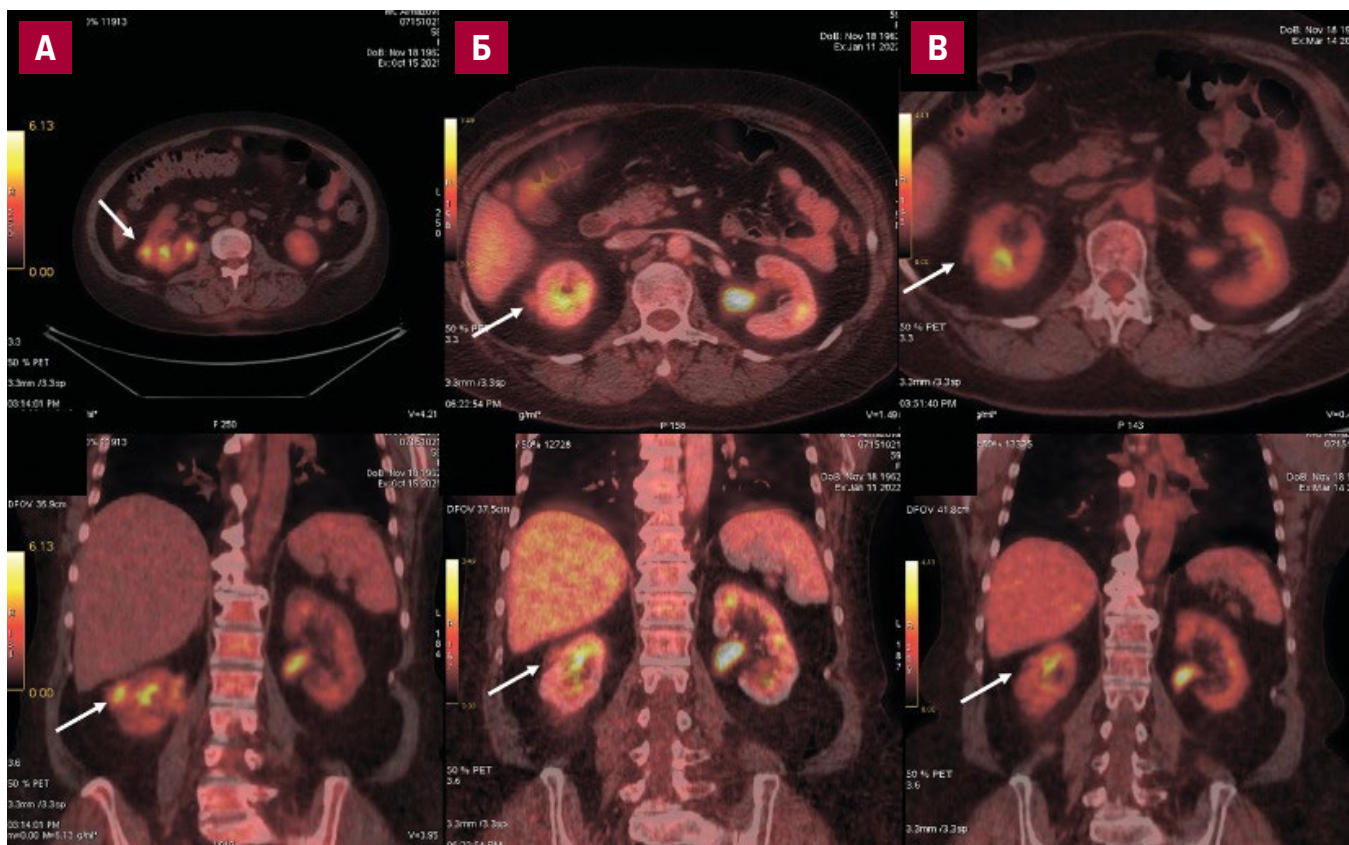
Результаты ПЭТ-КТ у пациентки с рефрактерным течением ОМЛ с мутацией в гене *FLT3* после различных циклов лекарственной противоопухолевой терапии (верхний ряд — аксиальная проекция, нижний ряд — коронарная проекция):
